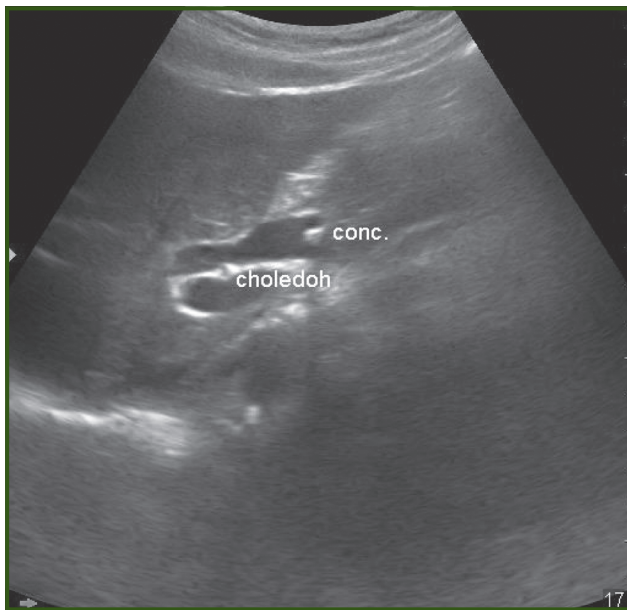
Patient D., 56 years old. Ultrasound. Choledocholithiasis: hyperechogenic concrements with acoustic shadowing in the common bile duct lumen with intrahepatic bile duct dilation
